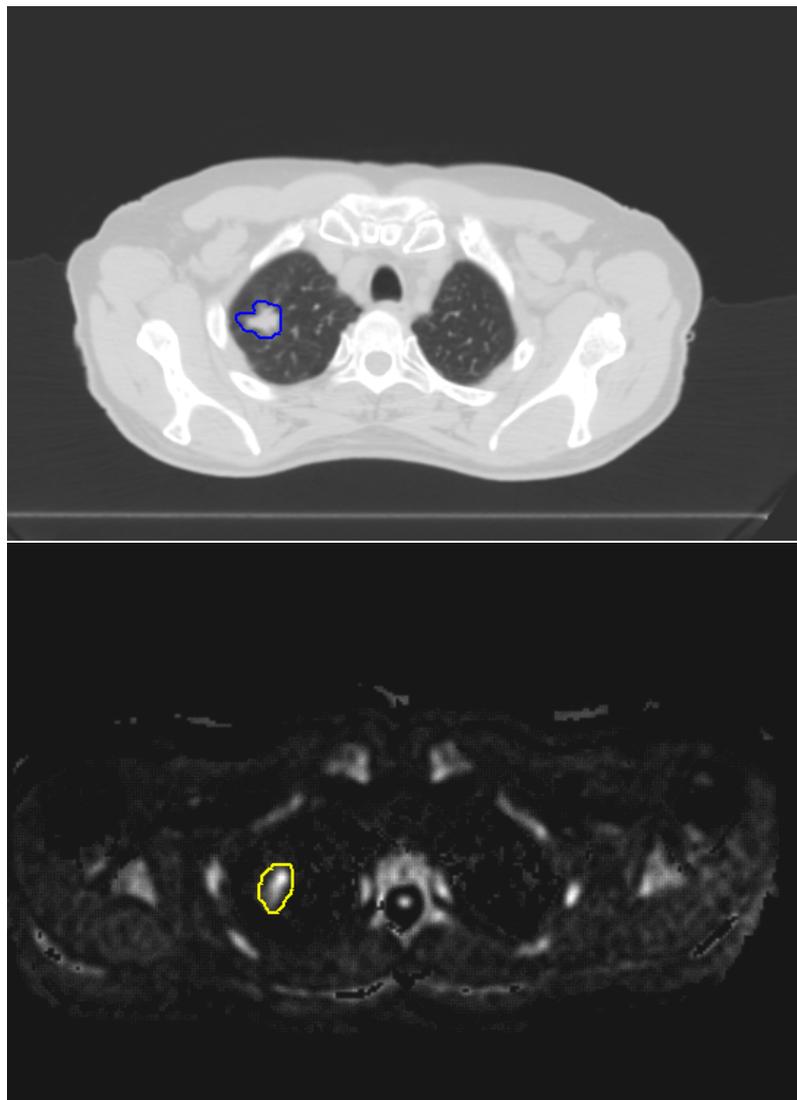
Fall 12a: CT Lungenfenster und DWI
